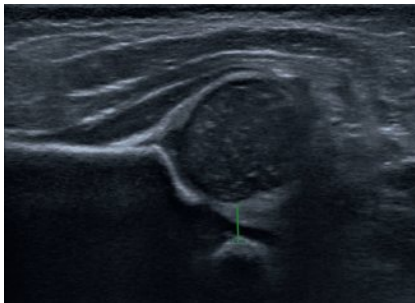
Échographie normale de hanche selon la technique Couture/Tréguier. Mesure du fond cotyloïdien (< 6 mm) réalisée en position luxante.
